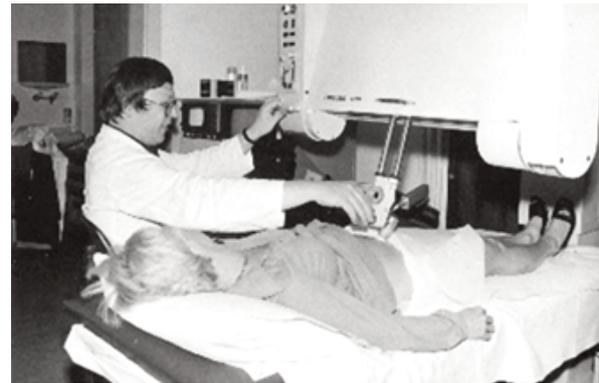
Erster Kontakt-Compound-Scanner (im Bild J. Hackelöer am Disonograph)
